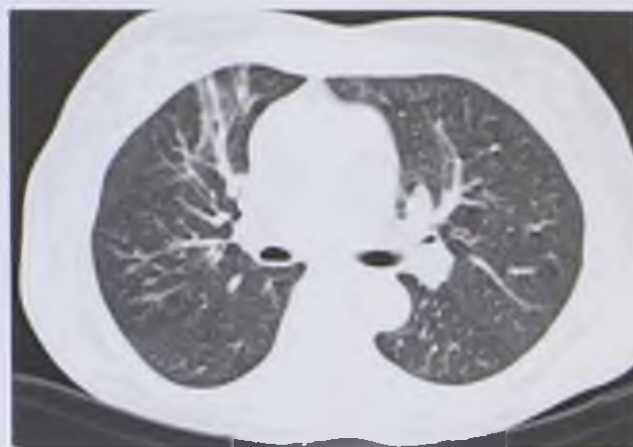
Компьютерная томограмма. Ограниченный пневмосклероз переднебазального сегмента правого легкого
